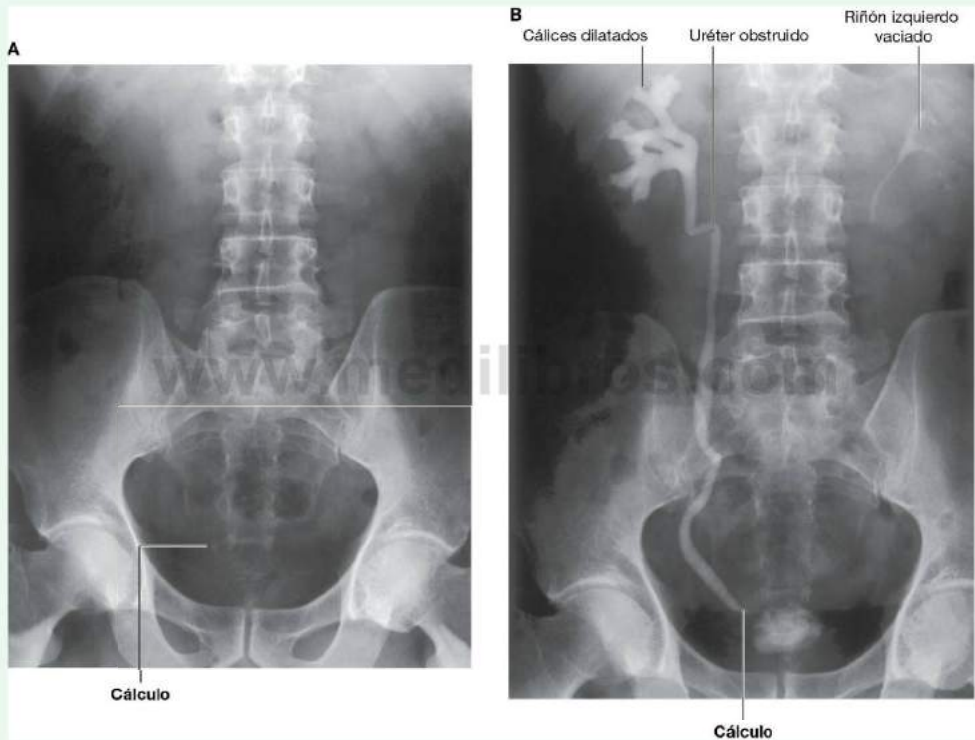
Urografía intravenosa en la que se demuestra una litiasis en la porción inferior del uréter. A. Radiografía de control. B. Urografía intravenosa posmiccional.
